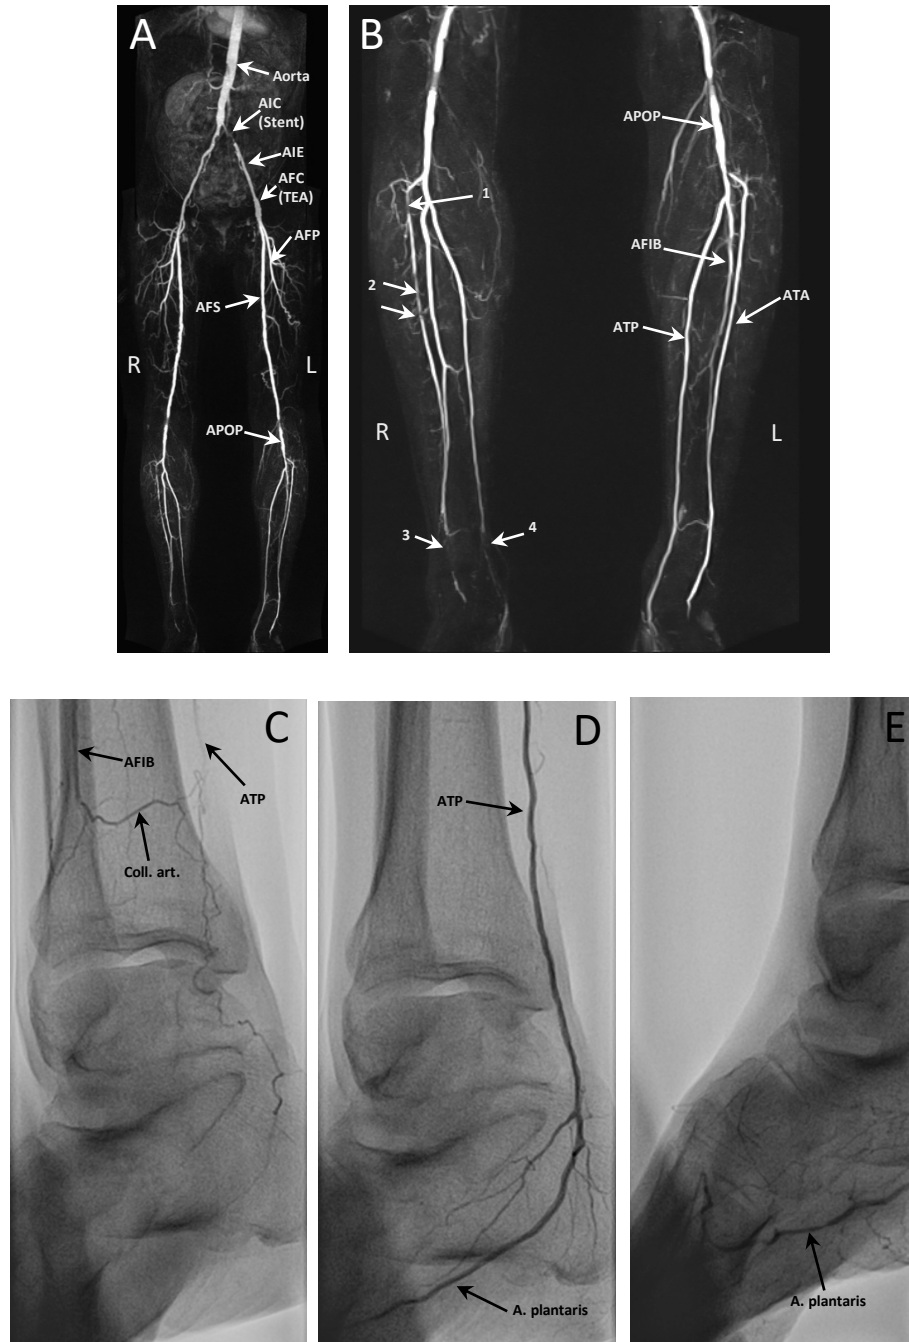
Beispiel eines Patienten mit peripherer arterieller Verschlusskrankheit (pAVK) und stark eingeschränkter Fußdurchblutung auf der Höhe des rechten Knöchels vor und nach dem interventionellem Eingriff. A: MRT vor dem Eingriff (AIC, *Arteria iliaca communis*; AIE, *Arteria iliaca externa*; AFC, *Arteria femoralis communis*; TEA: Thrombendarterektomie mit Patch; AFS, *Arteria femoralis superficialis*; AFP, *Arteria femoralis profunda*; APOP: *Arteria poplitea*). B: MRT der Unterschenkel vor dem Eingriff (ATA, *Arteria tibialis anterior*; AFIB, *Arteria fibularis*; ATP, *Arteria tibialis posterior*. 1: Chronischer Totalverschluss (CTO) der ATA mit kollateralen Arterien; 2: Stenose; 3: ATA-CTO; 4: ATP-CTO). C-E: Angiografie des distalen Unterschenkels und Knöchels vor (C, Kollateralarterie von AFIB zu ATP) und nach Rekanalisation (D, Knöchel; E, mittelbeinig).
